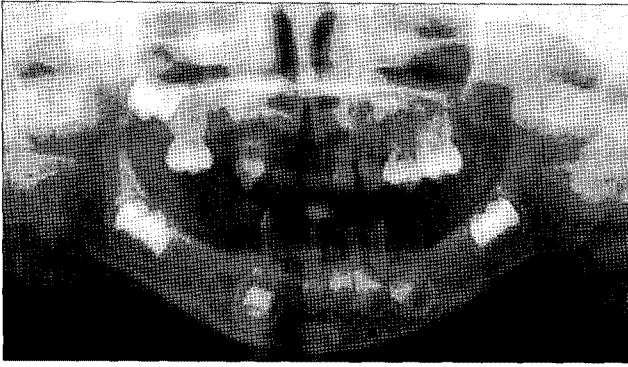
Panoramic radiograph: multiple congenital missing of primary and permanent teeth were seen.
